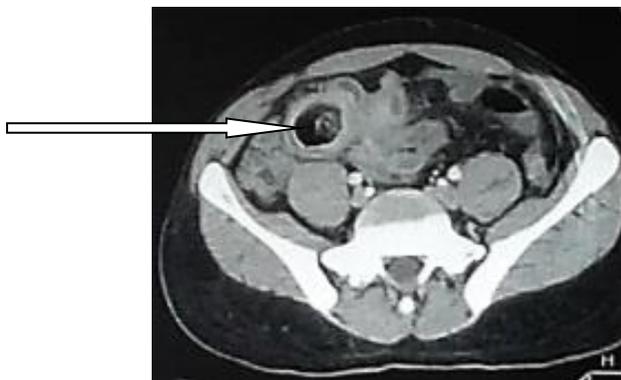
TDM abdomino-pelvienne, coupe axiale avec injection de produit de contraste, obstacle de l'iléon terminal (flèche).
